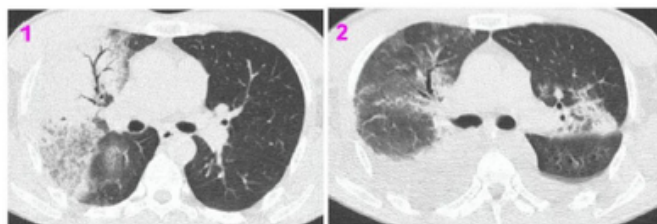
Caso 1 TC tórax al ingreso: Block neumónico en LSD con broncograma aéreo y vidrio esmerilado en el mismo lóbulo. Imagen 2: TC tórax 13 días posteriores a su ingreso (día 11 de IOT/ARM): derrame pleural bilateral asociado a nuevo block neumónico con tendencia a la consolidación del lado izquierdo asociado a imagen en campo izquierdo que impresiona absceso.
